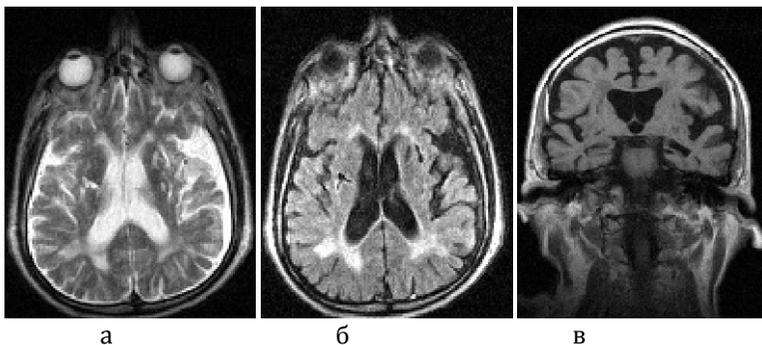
МРТ головного мозга больного А., T2-ВИ, аксиальная проекция (а), FLAIR-ИП, аксиальная проекция (б), T1-ВИ, фронтальная проекция (в). Лейкоареоз. Множественные лакунарные кисты в базальных ганглиях, белом веществе полушарий
